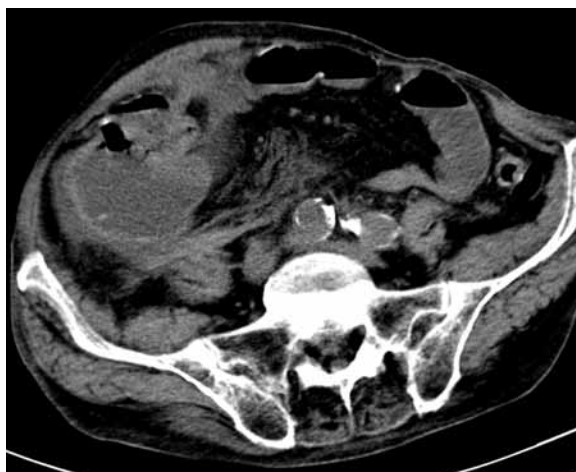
Single phase overall CT scan of abdominal cavity showing thickened wall of the large intestine—cecum — which could correspond to cancer infiltration
